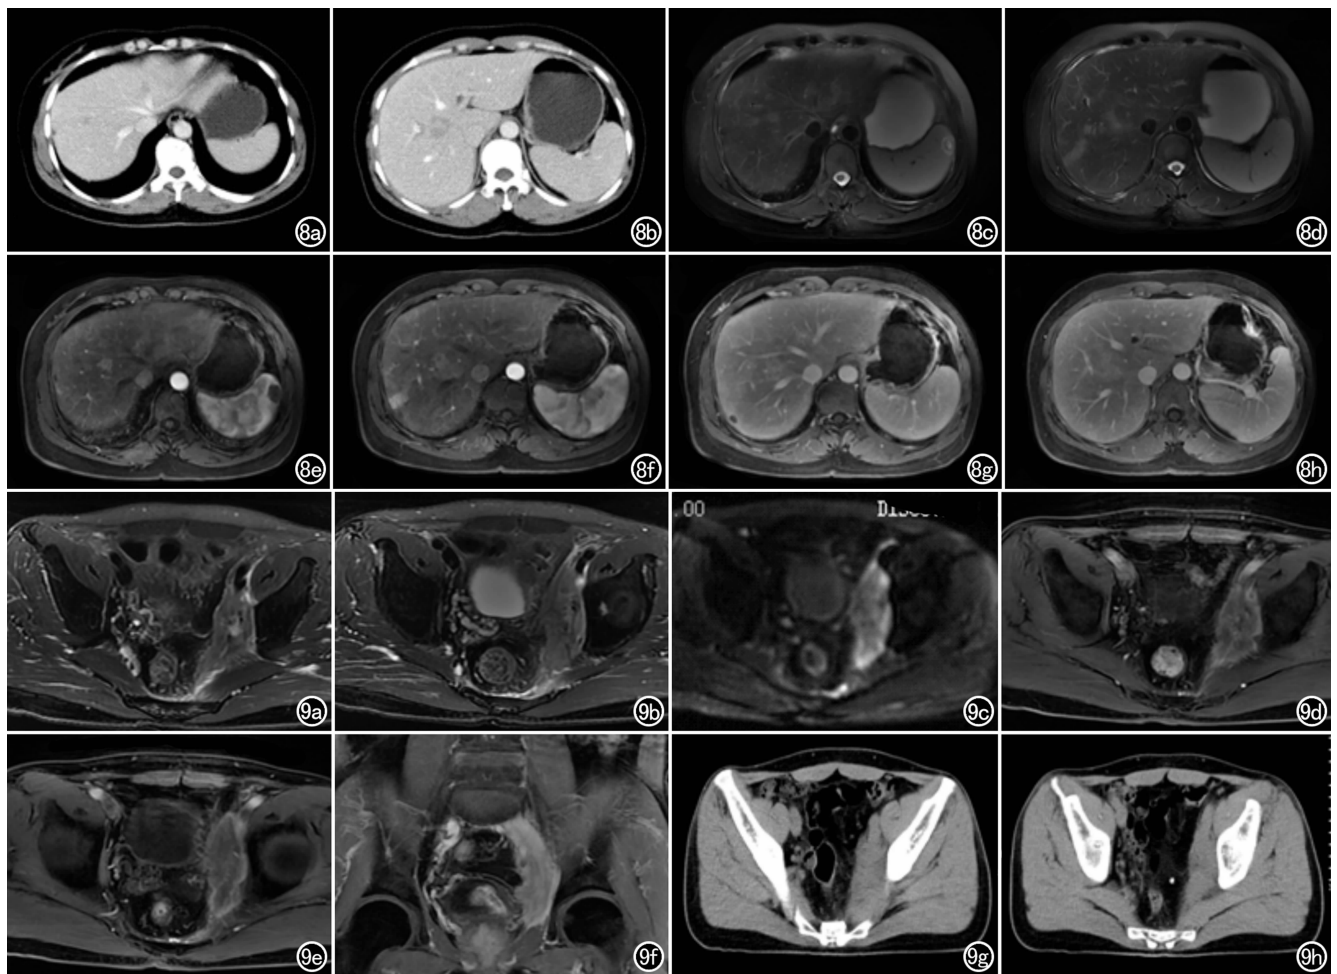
患者,女,49 岁,因上腹部不适就诊,IgG4 相关肝脏病变。a~b)CT 示肝内散在不规则类圆形低密度影,边缘模糊,尤以静脉期显示清楚;c~d)T₂WI 示肝内散在不规则片状稍高信号病灶;e~f)T₁WI 增强动脉期示肝内散在轻、中度强化的片状影;g~h)T₁WI 增强静脉期示片状病灶部分持续强化,部分消退。血清 IgG4 为 8.95 g/L,保守治疗后好转。图 9 患者,男,59 岁。因腰背部不适就诊。IgG4 相关性后腹膜纤维化。a,b)T₂WI 示盆腔左侧壁稍高信号软组织肿块;c)DWI 示软组织肿块呈高信号;d,e)横轴面增强扫描示肿块呈中度强化;f)冠状面增强扫描示肿块中度强化;g)CT 检查平扫见盆腔左侧壁软组织肿块;h)增强扫描示病灶轻度强化。
